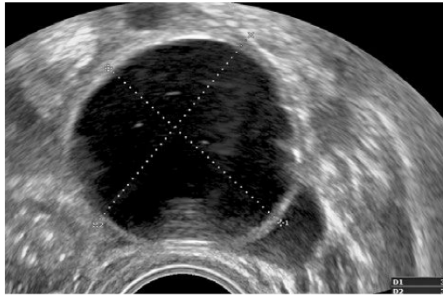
Transvaginal scan. Benign pure struma ovarii – unilocular cyst with anechogenic content. The tumor was classified as benign on preoperative ultrasound examination.
